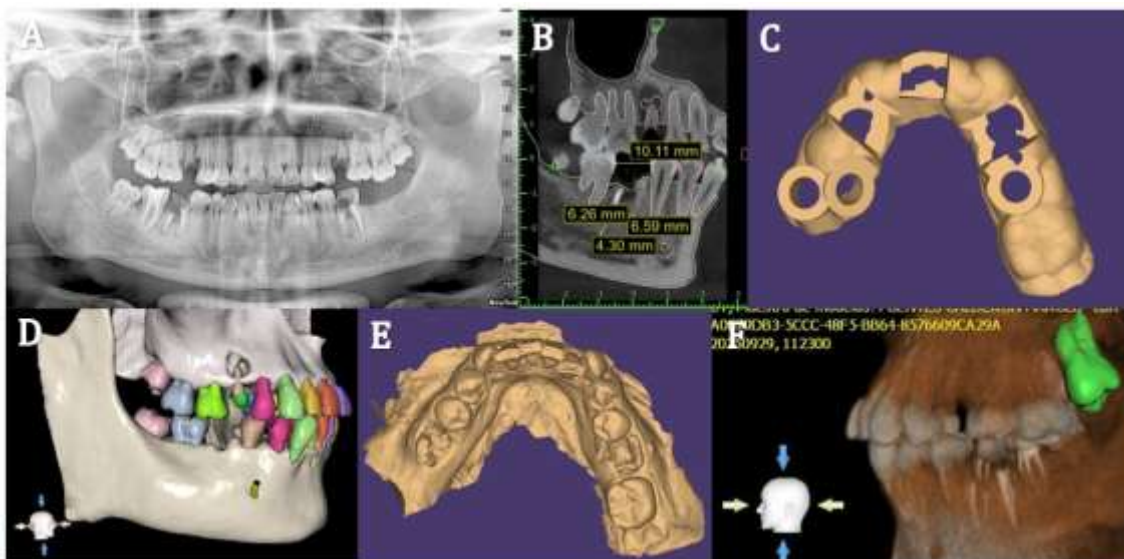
Autotransplante dental de diente 18 al 46 y del 28 al 36. A) Rx panorámica donde se evidencia pieza 46 con caries dental profunda, diente indicado para exodoncia. Además, el diente 36 también indicado para extracción, el paciente conserva sus terceros molares B) Planificación del espacio del lecho receptor, C) Guía quirúrgica 3D, D) Segmentación de dientes por colores vista lateral, E) Modelo mandibular stl, F) Tomografía computarizada de haz cónico vista lateral del diente a ser trasplantado.
